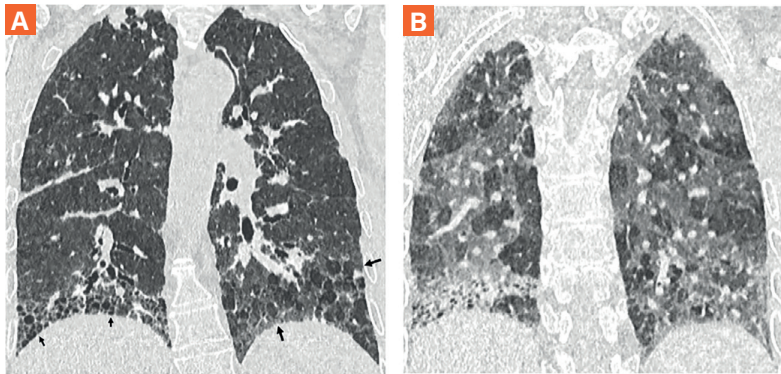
Aspetto in tomografia computerizzata (TC) del pattern di polmonite interstiziale usuale (UIP) dovuta a polmonite da ipersensibilità (HP). (A) Sezione TC coronale ottenuta in inspirazione profonda che mostra honeycombing con bronchiolectasie da trazione nella parte periferica del lobo inferiore destro (frecche corte) e numerosi lobuli iperlucenti nel lobo inferiore sinistro (frecche lunghe). (B) L'intrappolamento dell'aria nei lobuli è stato confermato alle scansioni in fase espiratoria. L'HP-UIP dovrebbe essere presa in considerazione quando la fibrosi e le cisti di honeycombing predominano nella parte superiore o media dei polmoni, quando è presente un'attenuazione del mosaico o un segno a tre densità o quando la fibrosi appare diffusa nel piano assiale.
